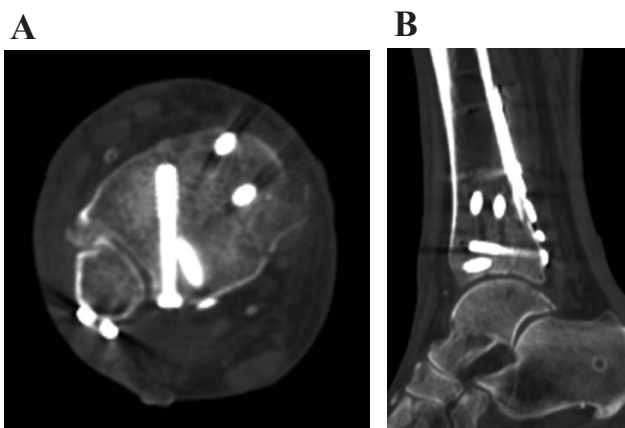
Postoperative computed tomography scans showed an anatomic reduction of the posterior malleolar fracture. The impacted osteochondral fragment and the posterior subluxation of the talar dome were also reduced.
